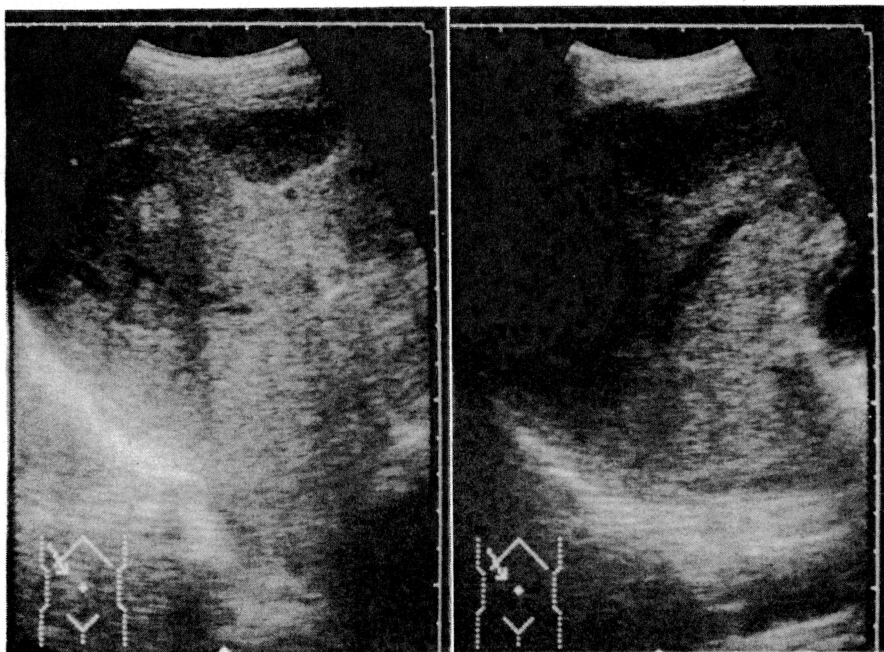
TAE 後3週目の腹部超音波所見であるが、内部に高輝度エコーを伴う低エコー域として描出された。
